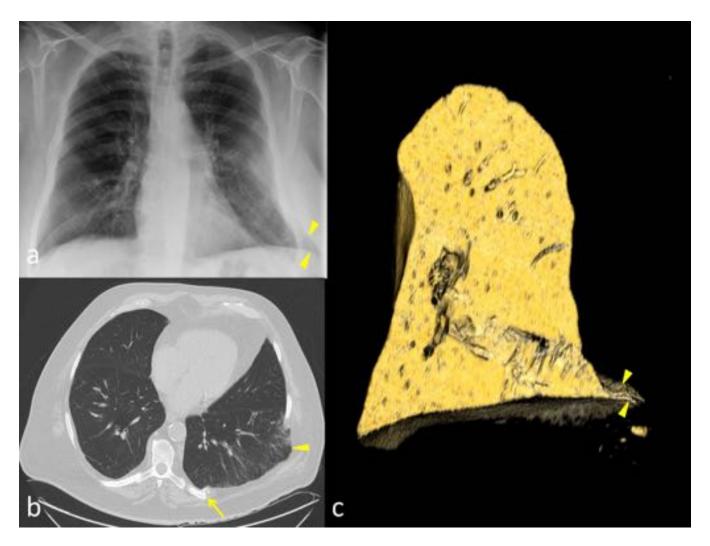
Caso 1: Radiografía simple (a), TC cortes axiales (b) y reconstrucción 3D del parénquima pulmonar (c) de un varón de 74 años que acude a urgencias por hematoma pectoral izquierdo y disnea. Se evidencian fracturas en los 7º y 8º arcos costales posteriores izquierdos (flecha) y parénquima pulmonar del LII que protruye a través de la pared torácica (cabezas de flechas).
